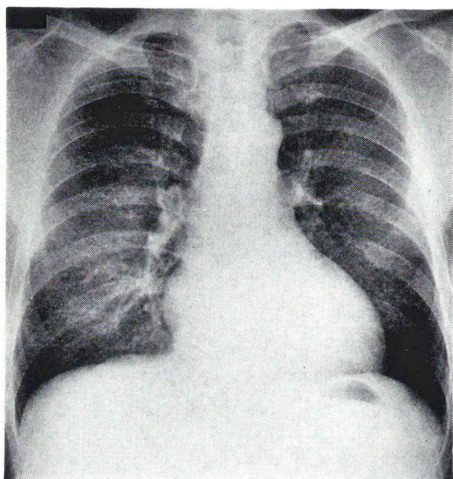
Posteroanterior chest X-ray film shows slight cardiomegaly (cardiothoracic ratio of 51%).
